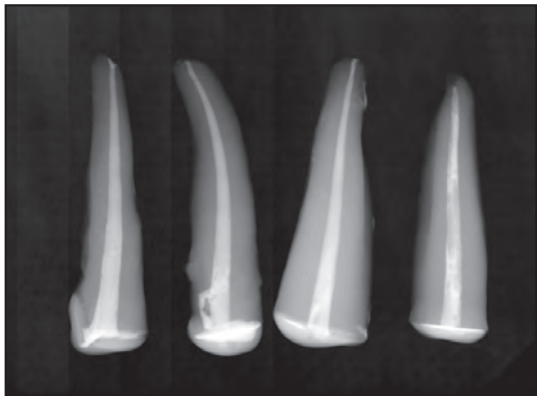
Radiografías de las muestras posterior a la obturación.
